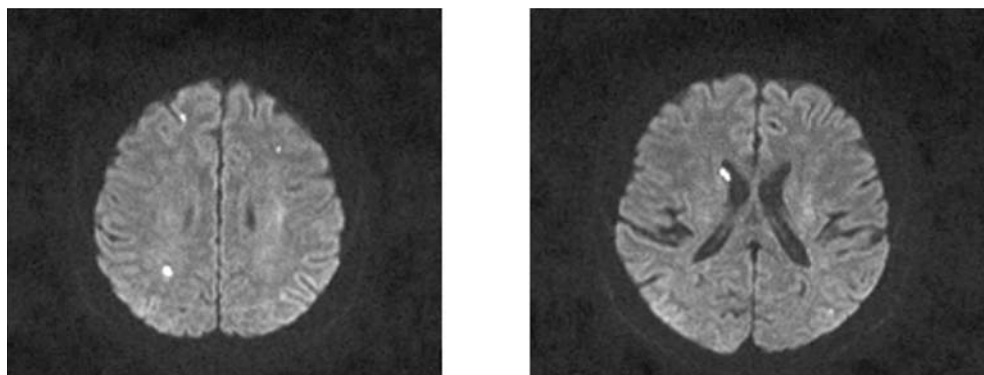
МРТ головного мозга от 6.12.2010 г.
